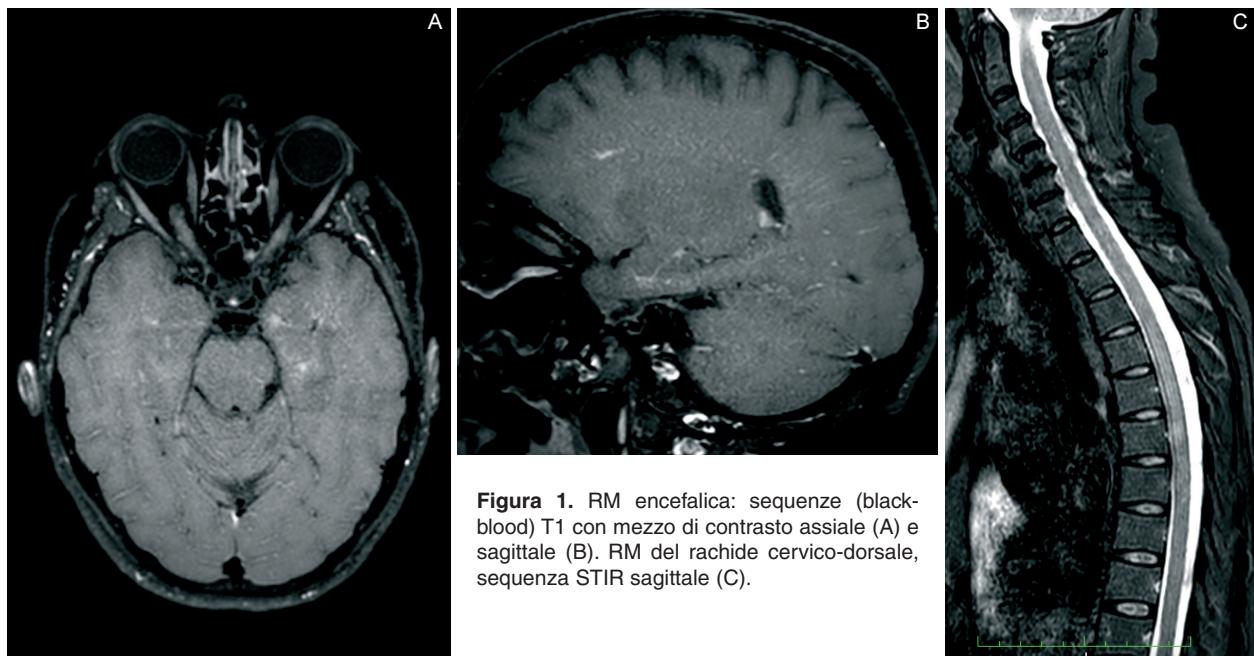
RM encefalica: sequenze (black-blood) T1 con mezzo di contrasto assiale (A) e sagittale (B). RM del rachide cervico-dorsale, sequenza STIR sagittale (C).
